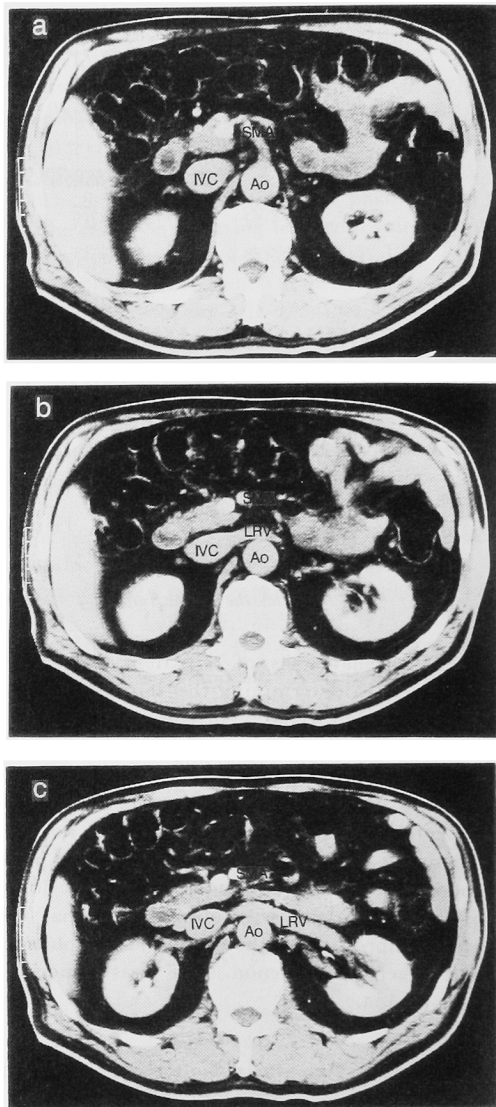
a~c. Abdominal enhanced CT. Fig. 2a showed the origin of the superior mesenteric artery. Fig. 2b showed 10 mm caudal plane from Fig. 2a, the left renal vein connected to the inferior vena cava. Fig. 2c showed 20 mm caudal plane from Fig. 2a, the left renal vein intersected the abdominal aorta.
